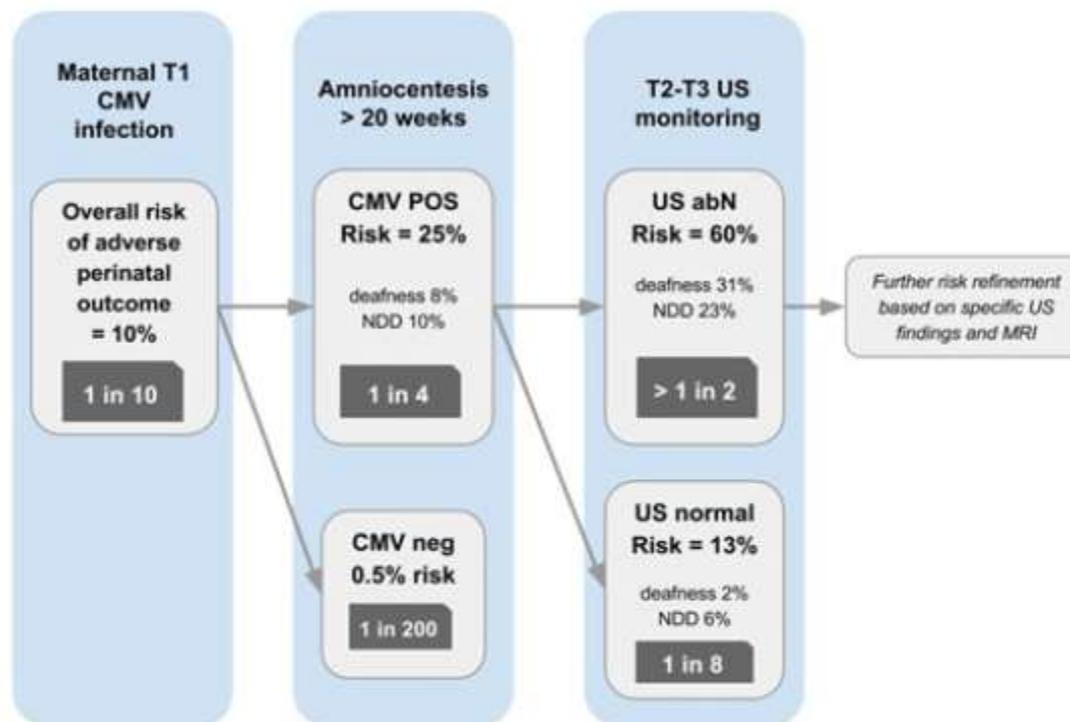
Risk of adverse perinatal outcome at each of three stages of counseling derived from Figure 1 (see main text for detailed explanation). Adverse perinatal outcome includes neurodevelopmental delay, any auditory damage, termination of pregnancy, and neonatal death; 'deafness' was defined as complete unilateral or bilateral hearing loss (as per Lipitz *et al.*17). T1, first trimester; T2, second trimester; T3, third trimester; US, ultrasound; US Abn, abnormal ultrasound; NDD, neurodevelopmental delay; POS, positive; NEG, negative
